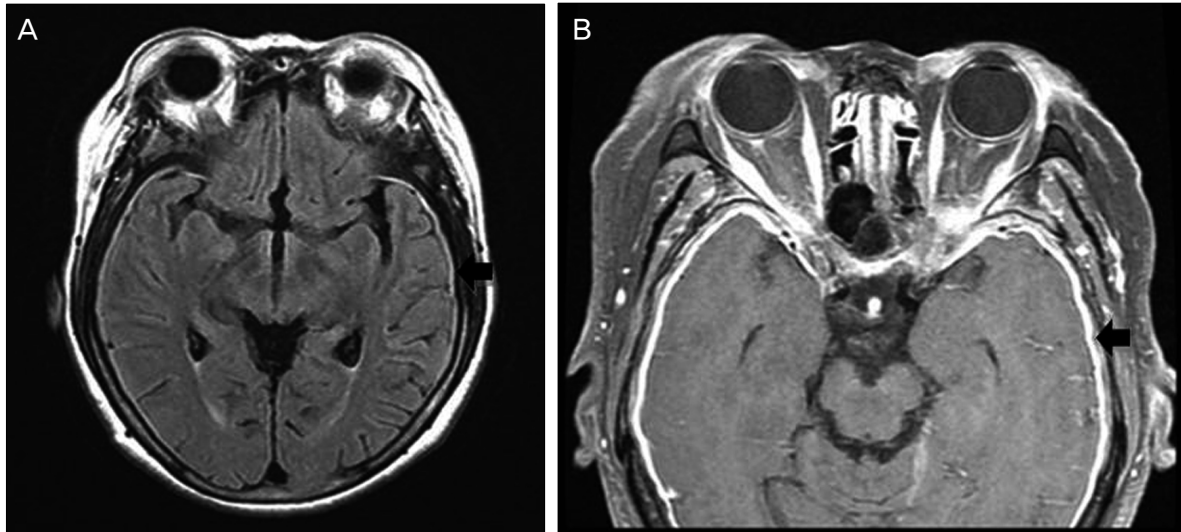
Brain MRI of the patient at initial visit. Thickening of dura mater (black arrow) is seen on T2 FLAIR image (A) and enhancement of dura mater (black arrow) is noted on T1 enhanced image (B).
